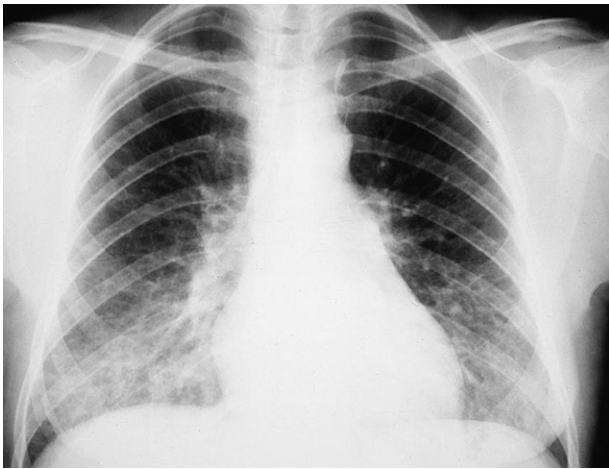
Radiografía de tórax con patrón alveolointersticial bilateral.
